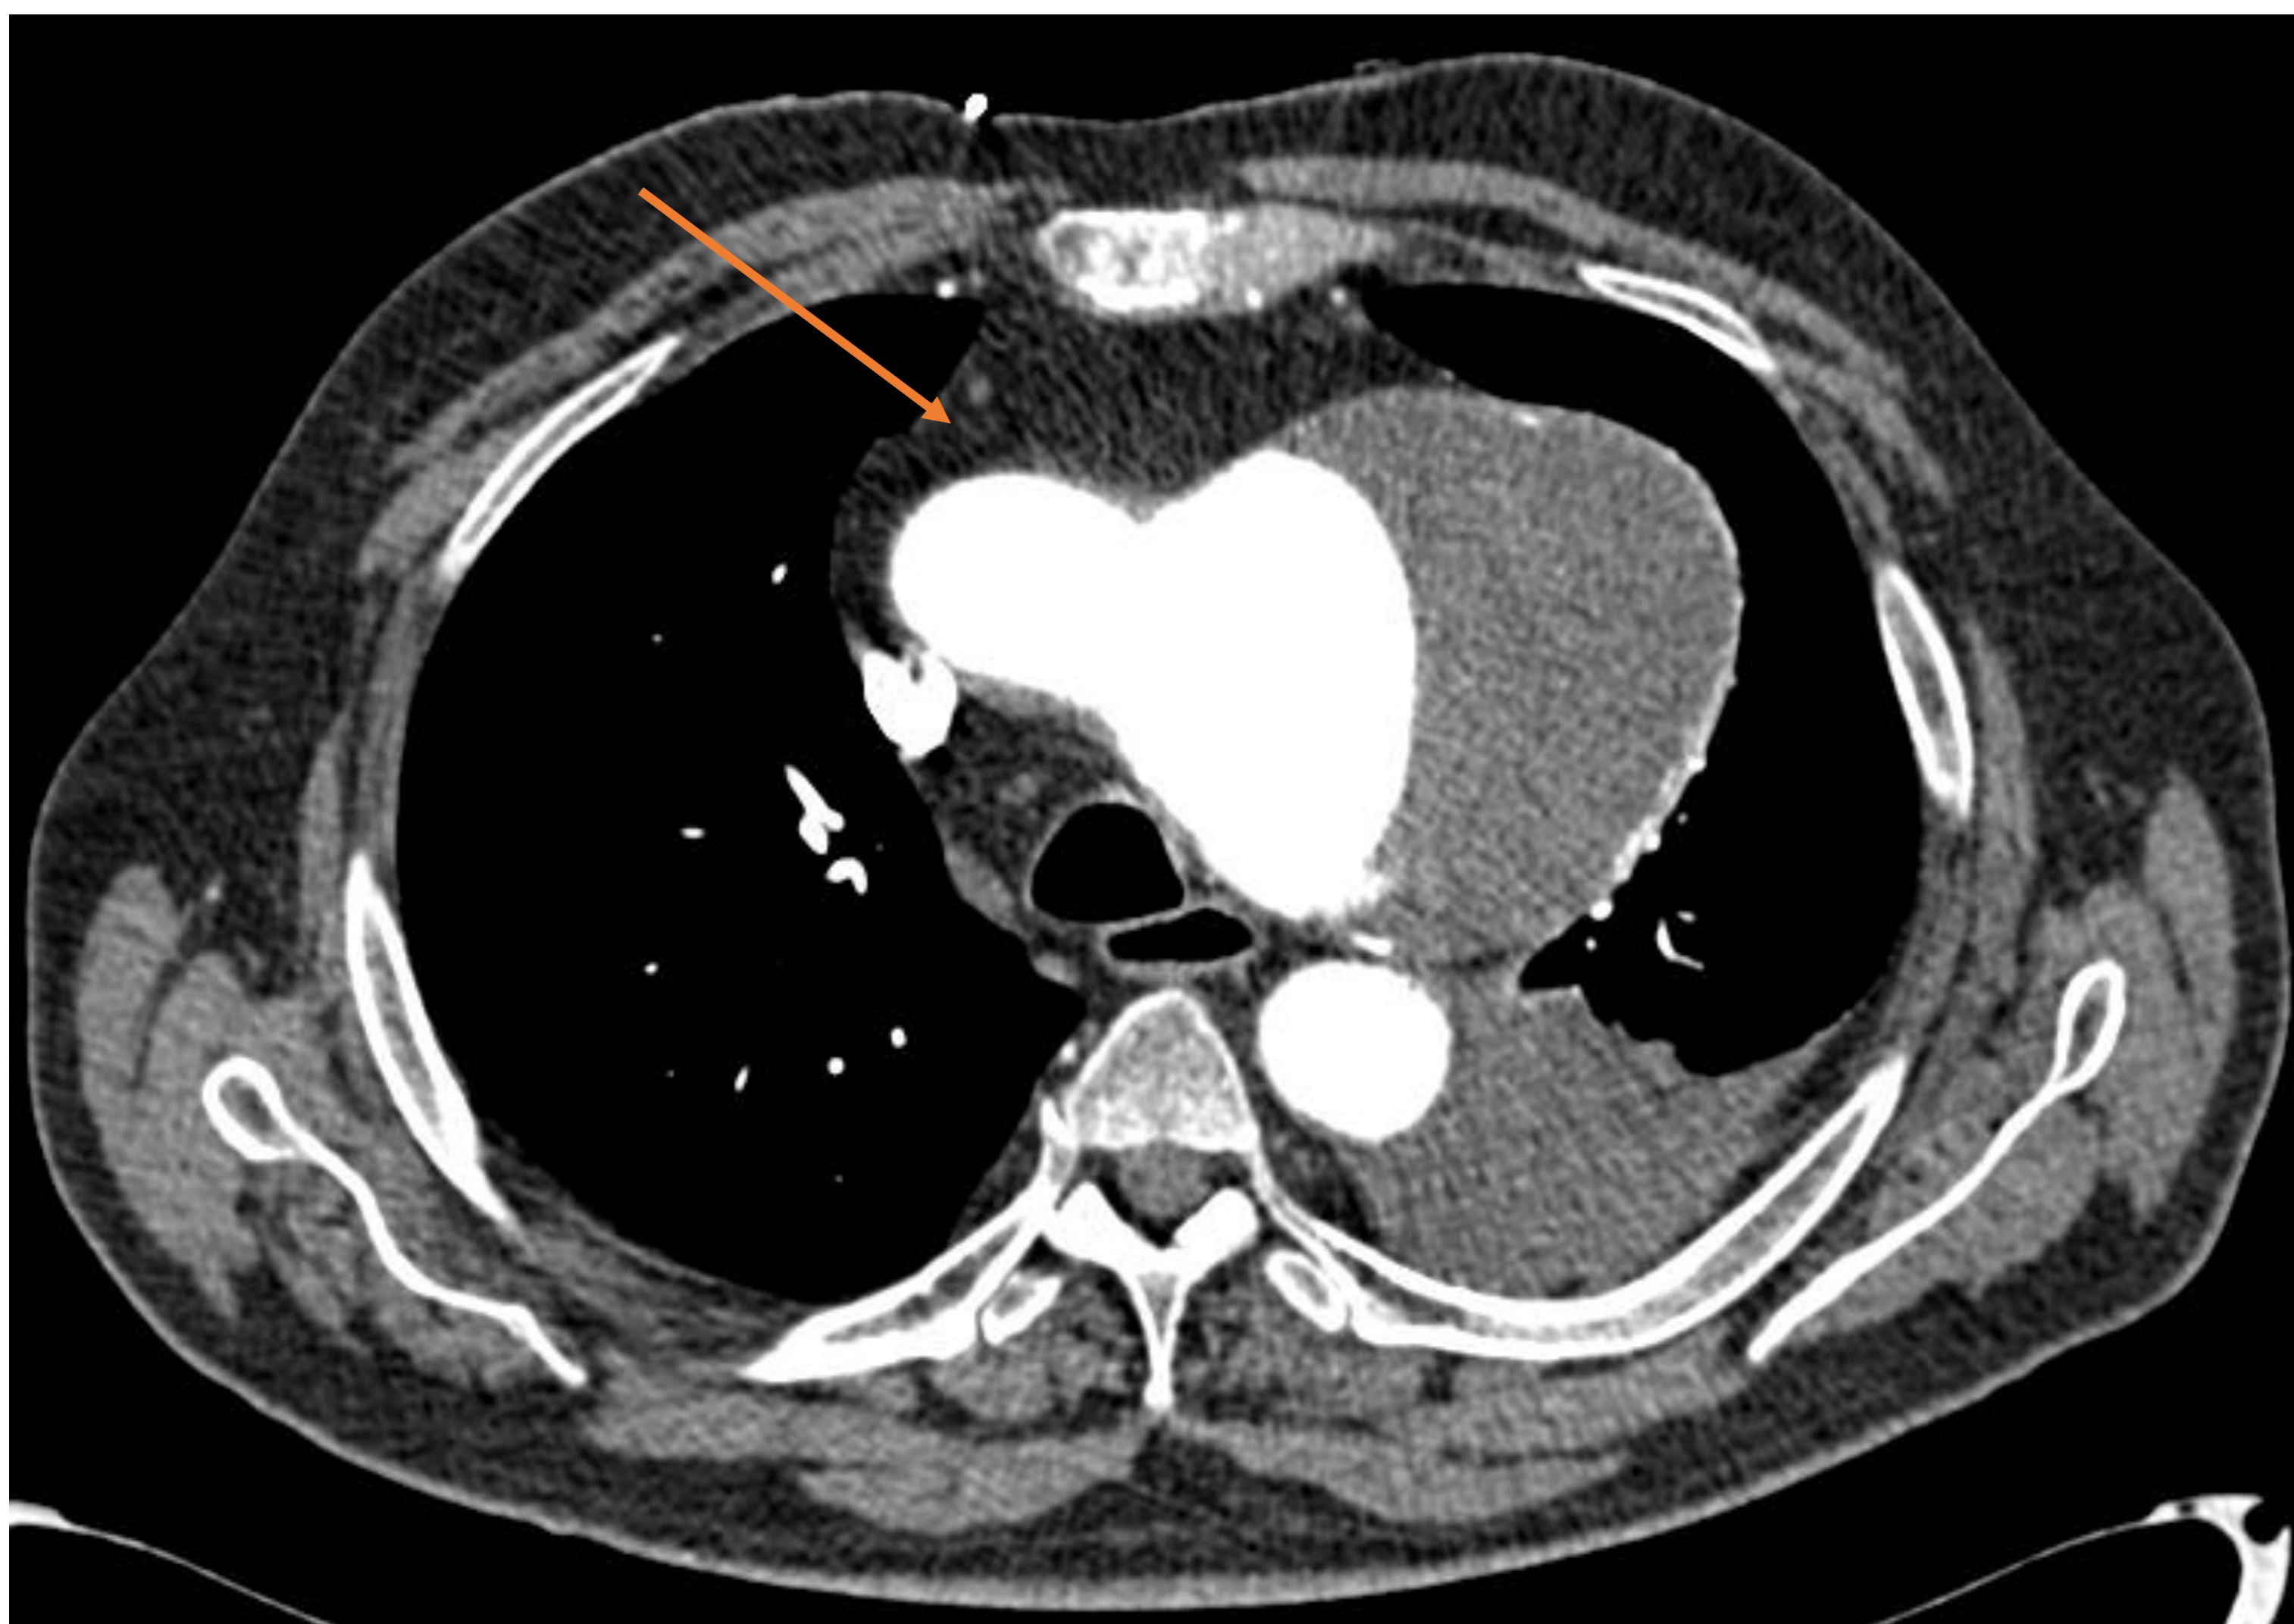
TC tras la administración de CIV. Aneurisma de cayado aórtico con rotura contenida. Gran dilatación aneurismática a nivel de cayado aórtico que se inicia inmediatamente antes de la salida de la arteria subclavia izquierda a la que engloba parcialmente pero que se repleciona adecuadamente y que se extiende hasta inicio de aorta descendente.
